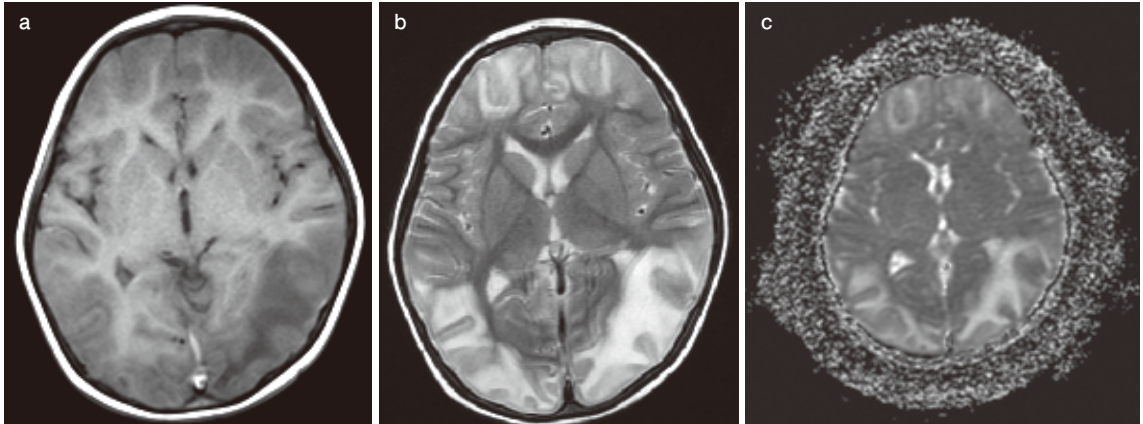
PRES 発症時 (35 日目) の頭部 MRI
